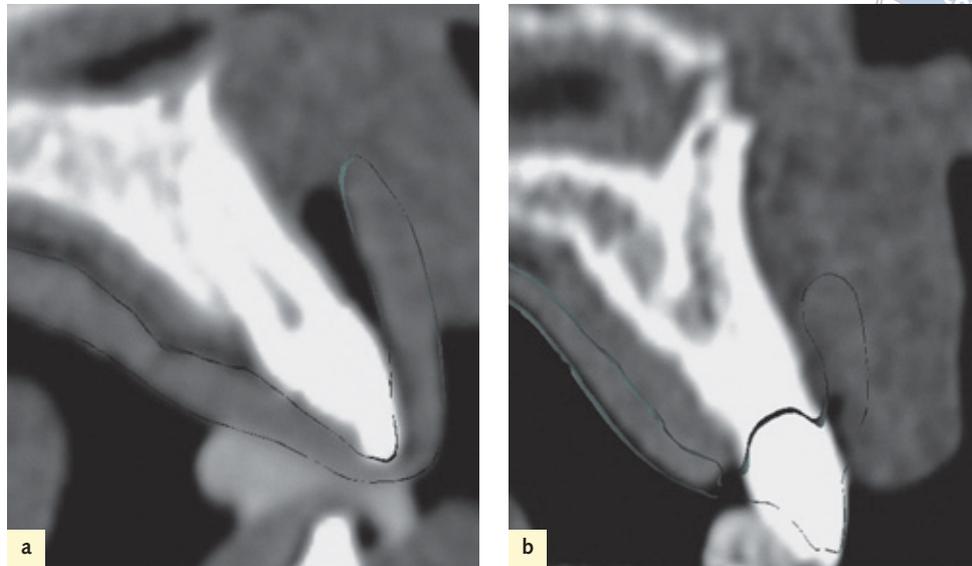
Bei einteiligen Röntgenschablonen berührt der Schablonenrand die Schleimhaut nicht (a). Zweiteilige Schablonen ermöglichen einen gut anliegenden Schablonenrand (b).
